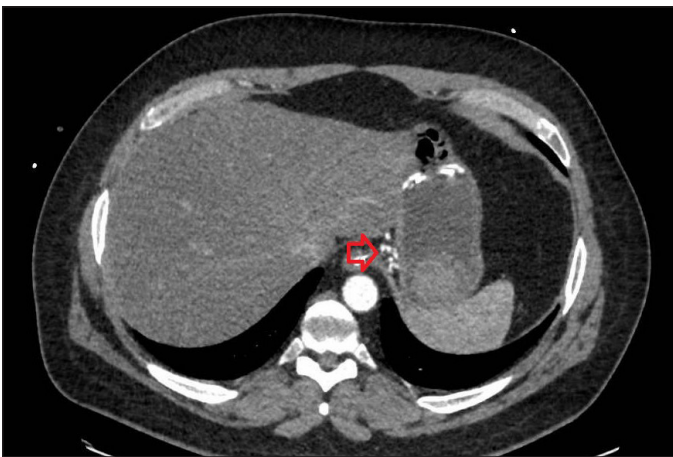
Corte transversal de TC de abdomen en el que se observa ovillo vascular a nivel de fundus (Flecha roja) con contenido hiperdenso a nivel gástrico, compatible con sangrado activo.
